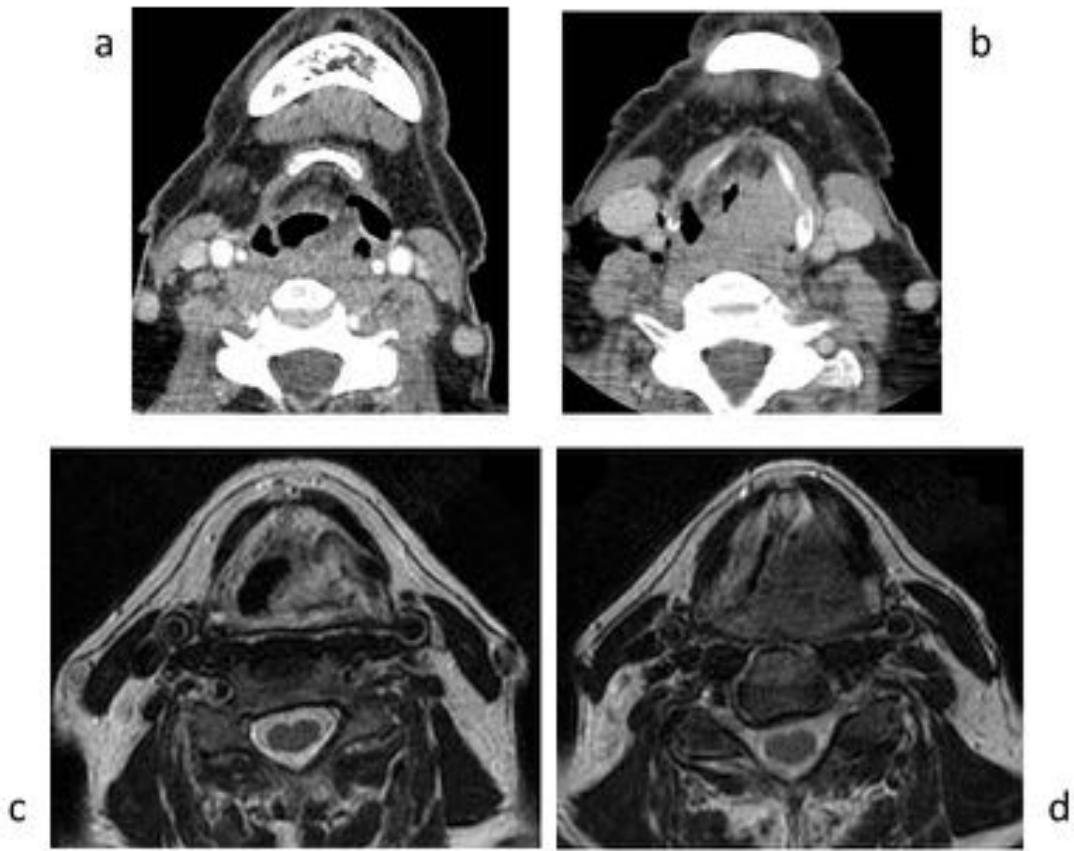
Invasión del espacio prevertebral en RM (a y c). Adenopatías tumorales retrofaríngeas en RM (b).
